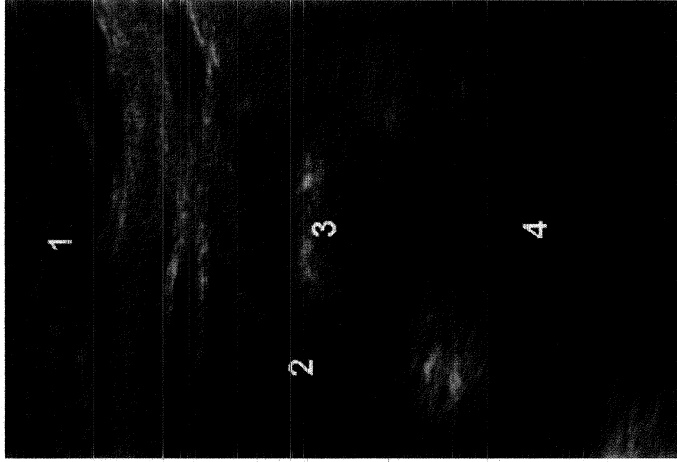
Ultrasound of the gallbladder showing gallstones. 1. Anterior abdominal wall; 2. Gallbladder; 3. Stones; 4. Acoustic shadow.
